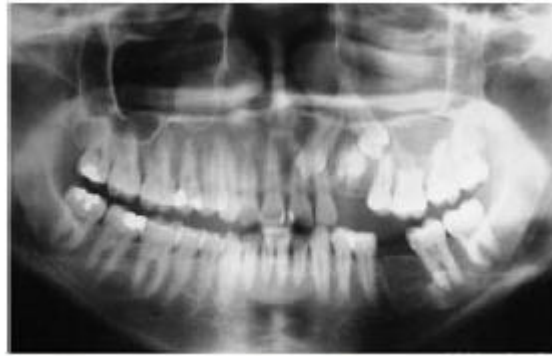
Radiografia panorâmica que mostra deslocamento de dois dentes e massa radiopaca relacionada com lesão quística
